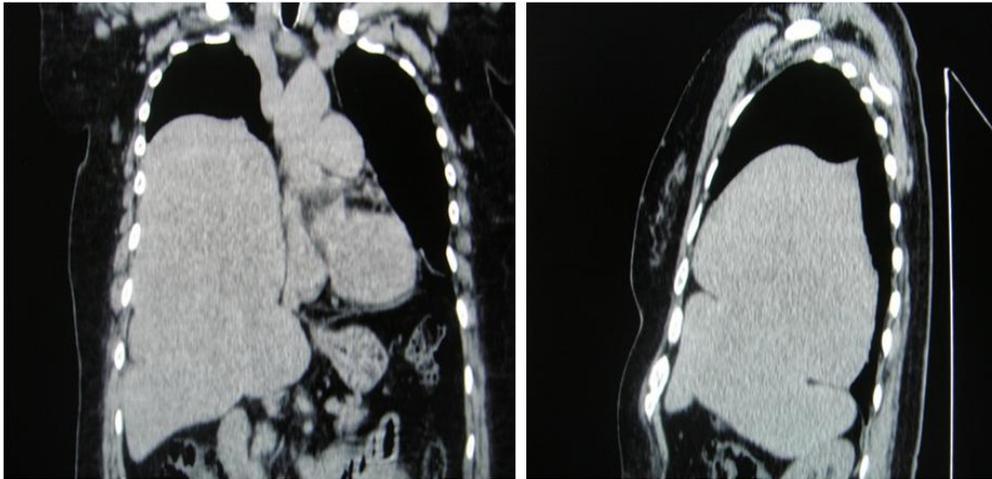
Imágenes en diferentes cortes de la tomografía axial computarizada. Se concluye que es el hígado que asciende a través del diafragma hasta el hemitórax derecho.
